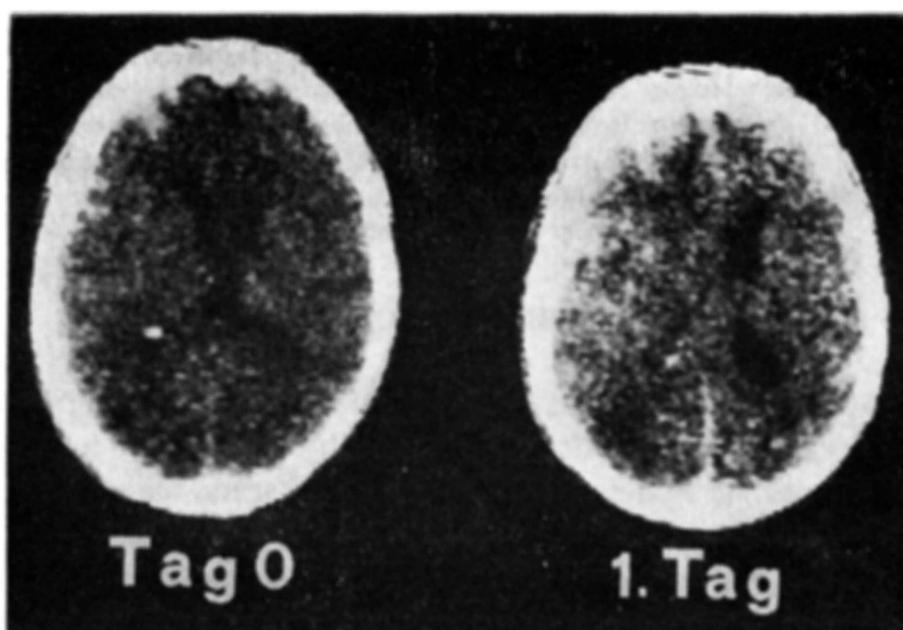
À esquerda CT-scan à admissão evidenciando múltiplos focos de contusão cerebral no hemisfério cerebral esquerdo. À direita CT-scan de controle 24 horas após a admissão mostrando uma hemorragia intracerebral frontal esquerda e evidente aumento dos focos de contusão cerebral, com desvio da linha média.
